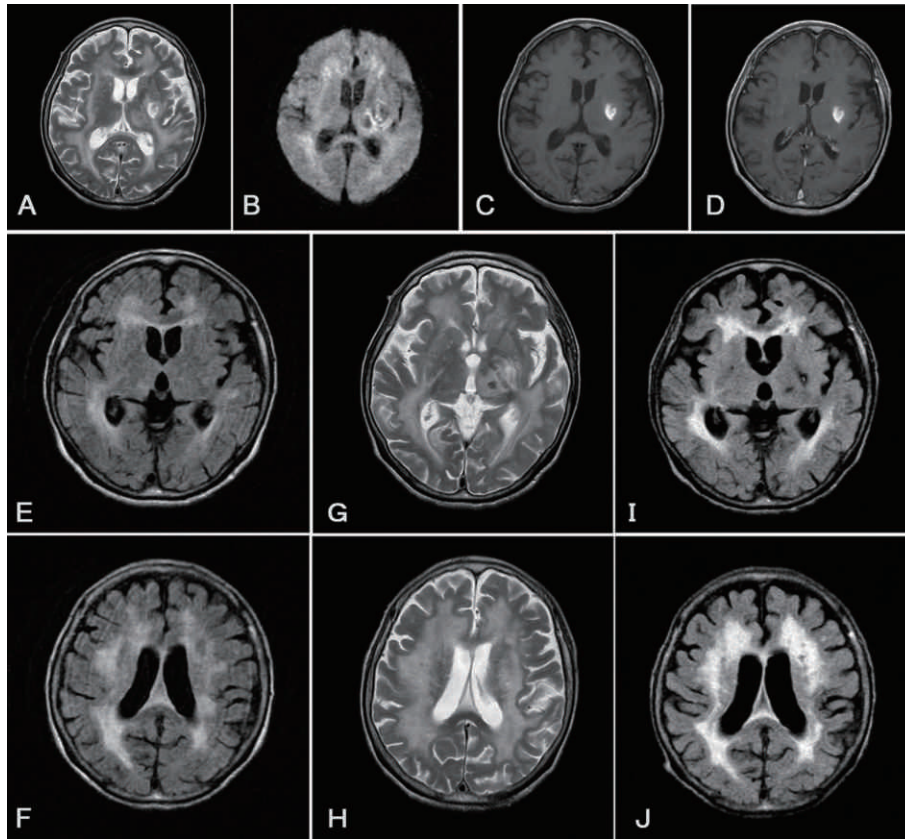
症例2, A-D:第2回入院時(200X年12月)MRI。A:T2強調画像。B:拡散強調画像。C:T1強調画像。D:ガドリニウム造影 E-J:脳MRI経過。白質病変の拡大を認める。E, F:第1回入院時(200X年10月)FLAIR像。G, H:第2回入院時(200X年12月)T2強調画像。I, J:第3回入院時(200X+1年3月)FLAIR像。
